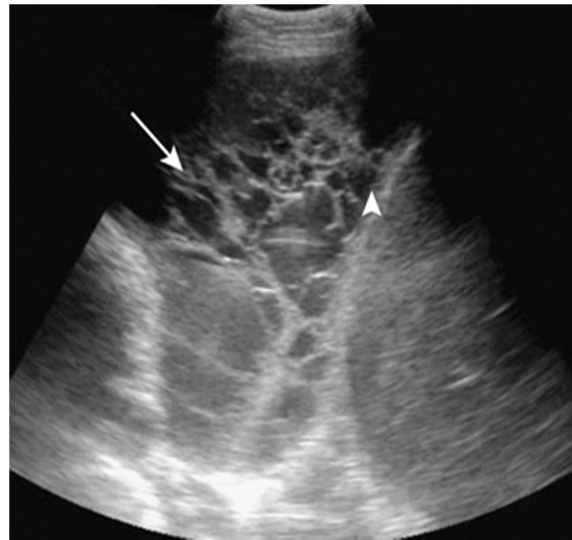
Échographie thoracique. Épanchement pleural cloisonné. Cavité pleurale cloisonnée (flèche), diaphragme (tête de flèche).
